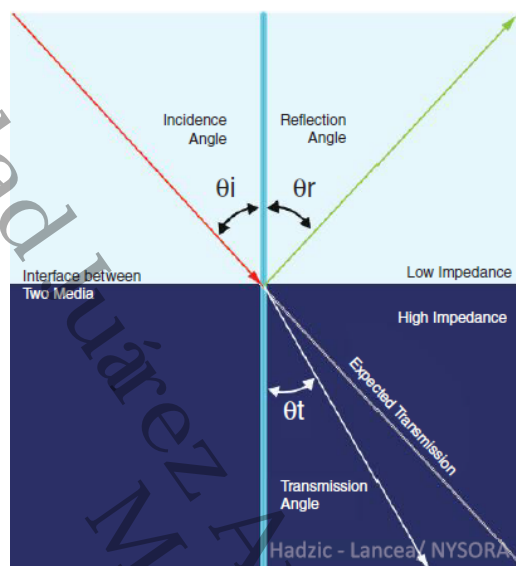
La interacción de las ondas de ultrasonido a través de los medios en los que viajan es compleja. Cuando el ultrasonido encuentra límites entre diferentes medios, parte del ultrasonido se refleja y parte se transmite. El reflejado y las direcciones transmitidas dependen de los ángulos respectivos de reflexión y transmisión. Hadzic A. (2011). Los Bloques de Nervio Periférico de Hadzic y su Anatomía para Anestesia regional guiada por ultrasonido. Nueva York: McGraw-Hill, Inc.).
